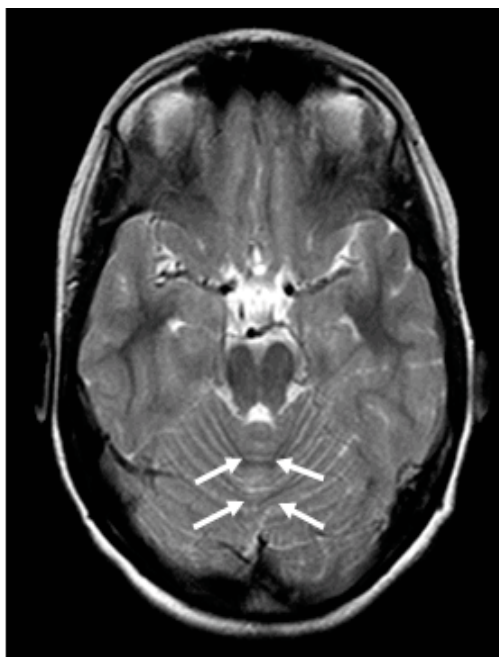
coupe axiale en IRM passant par le cervelet et le tronc cérébral chez une personne normale montrant le vermis cérébelleux intact (flèches)
